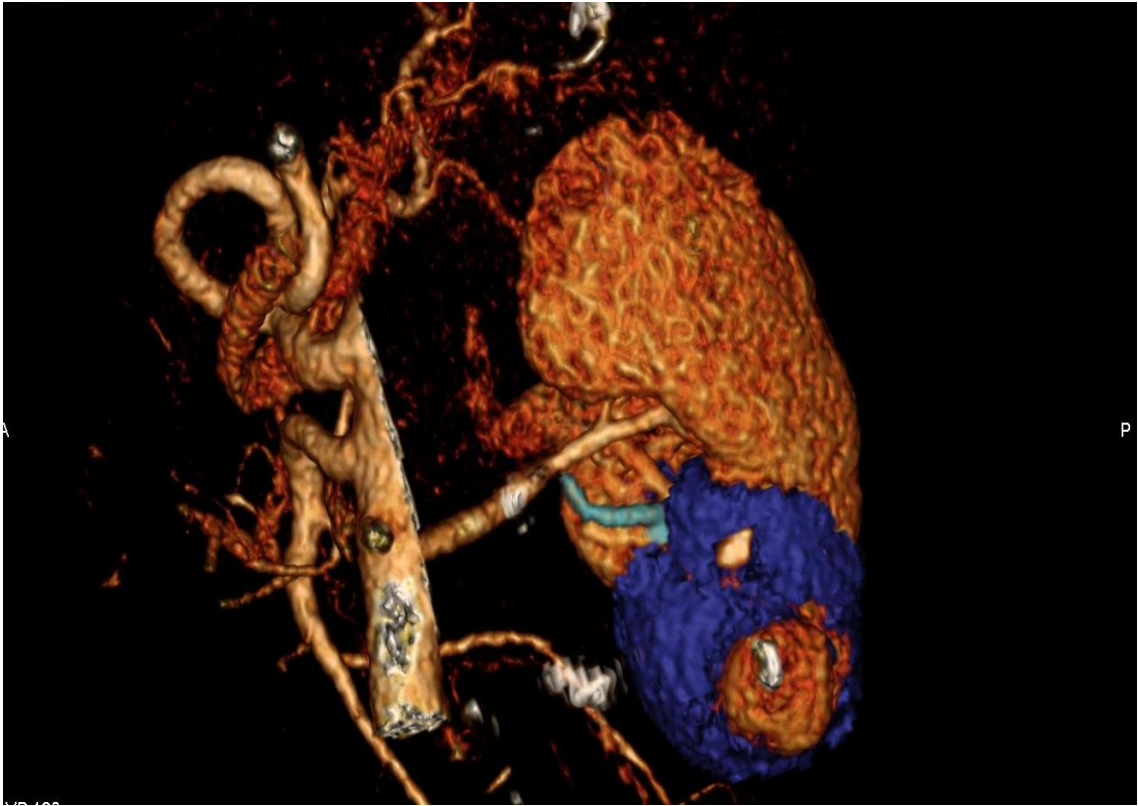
Комп'ютерна томограма пацієнтки Г., віком 51 рік, зі злоякісним новоутворення лівої нирки
